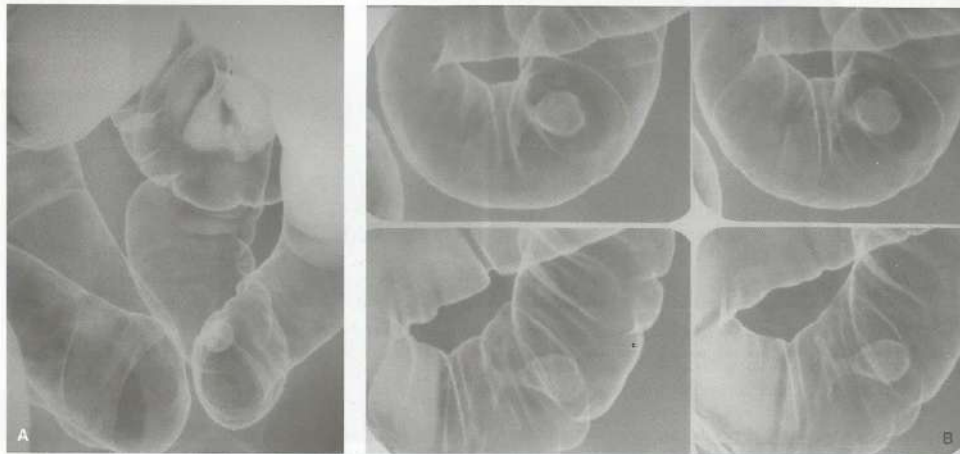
Pólipo de intestino grosso. A. Clister com duplo contraste revelando falha de enchimento regular, pediculada, no sigmóide; B. radiografias seriadas da mesma lesão.
